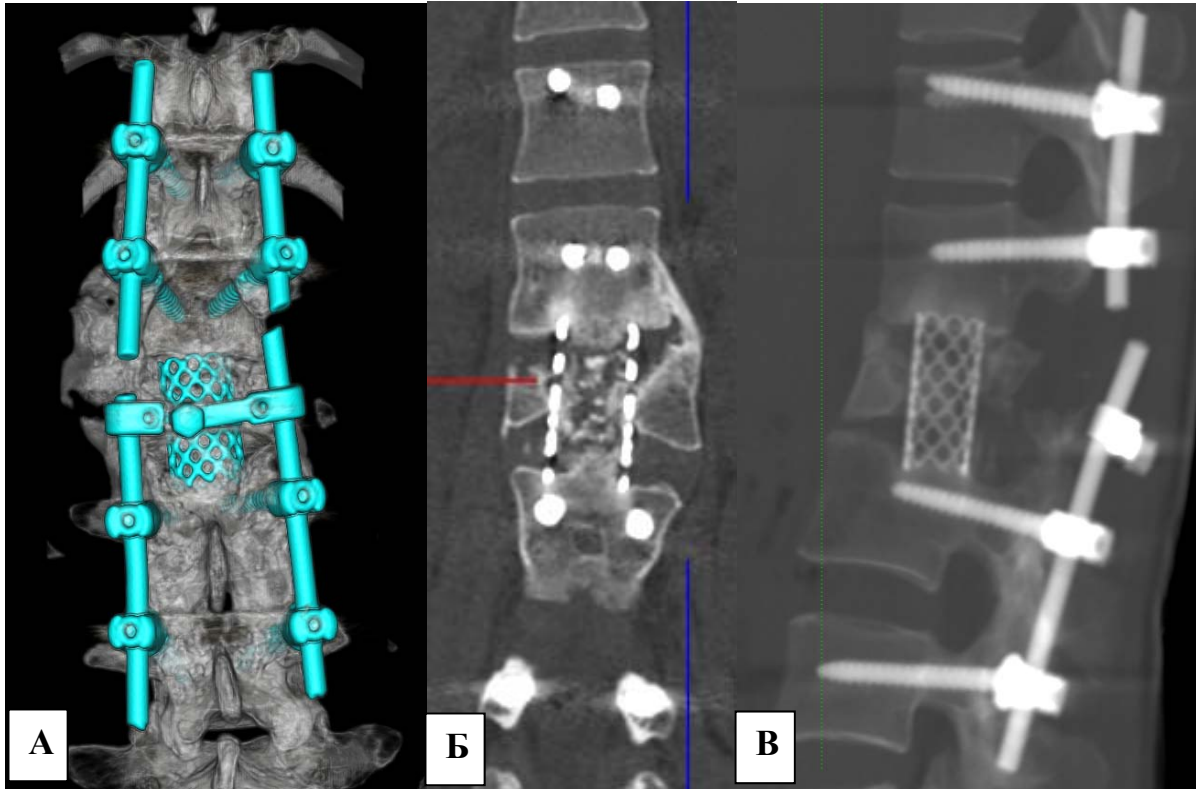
Результаты контрольного КТ-исследования в 2014 году после первичного декомпрессивно-стабилизирующего вмешательства: 3D реконструкция контрольных КТ (А), КТ реконструкция во фронтальной плоскости (Б), контрольная спондилограмма (профиль) (В)
